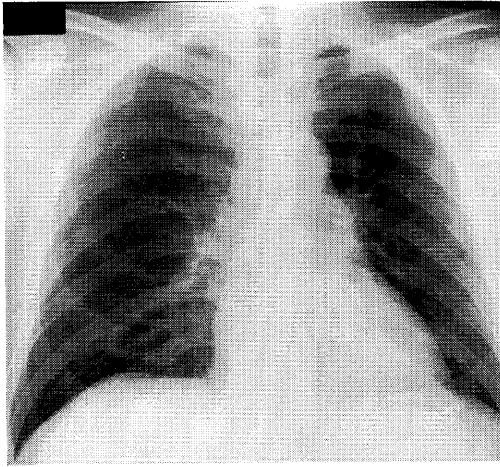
Chest X-ray film showing no calcification.
